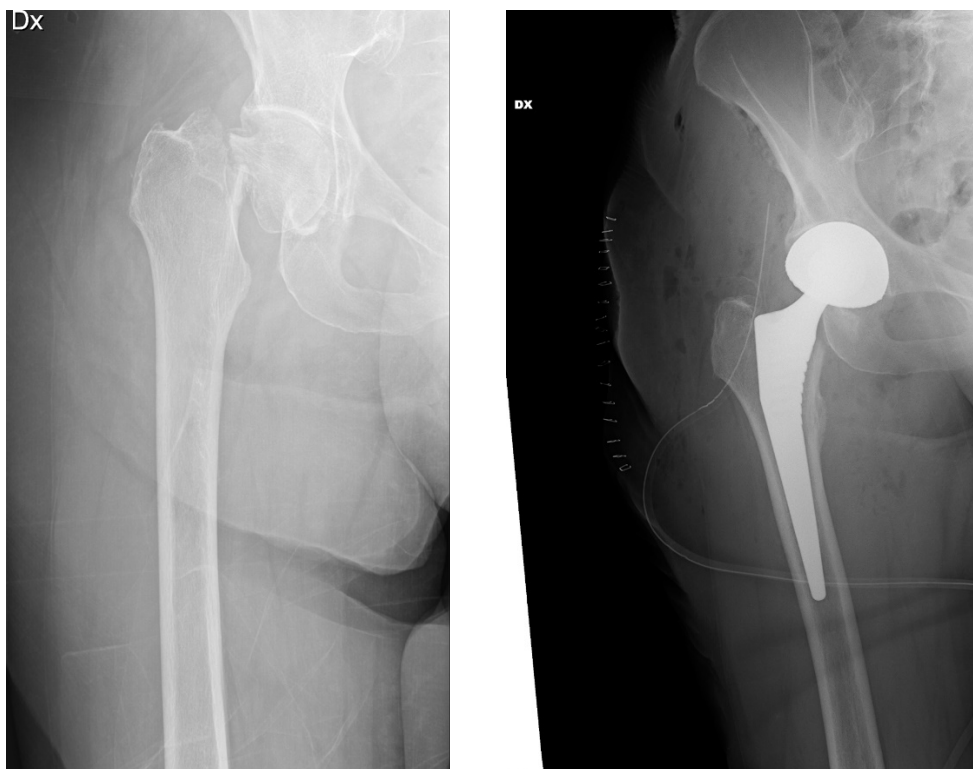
Immagini radiografiche preoperatorie e postoperatorie.
